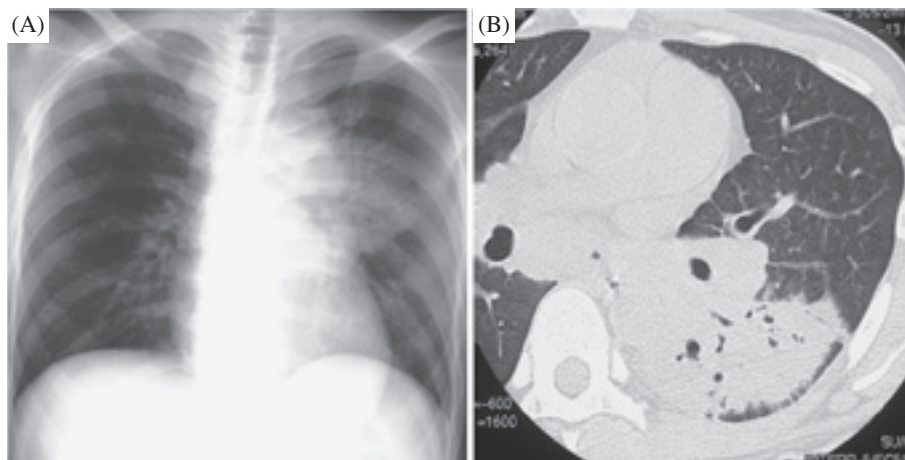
Chest X-ray (A) and chest CT (B) findings of primary tuberculosis in patients with acquired immunodeficiency syndrome. Hilar and mediastinal lymph node swellings are observed (A). However, acinar nodules (granuloma formation) are not observed (B).
